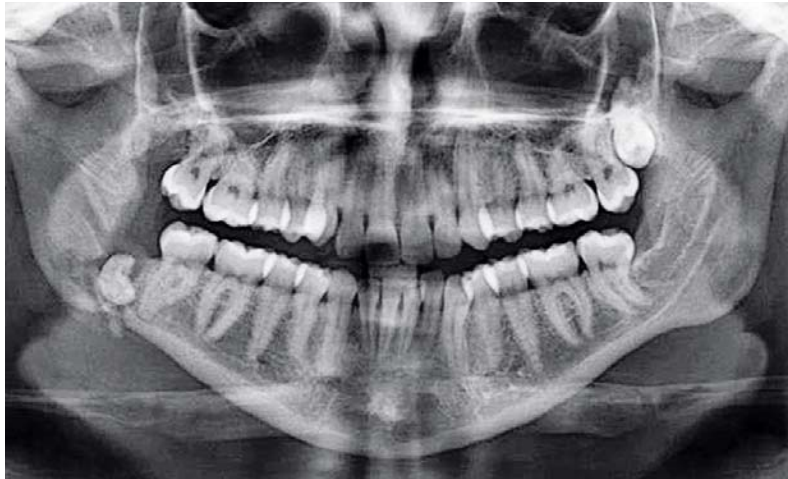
Postoperatieve panoramische röntgenopname na poging tot verwijdering van gebitselement 48. De kroon van het gebitselement is duidelijk te zien in de regio van gebitselement 48.
